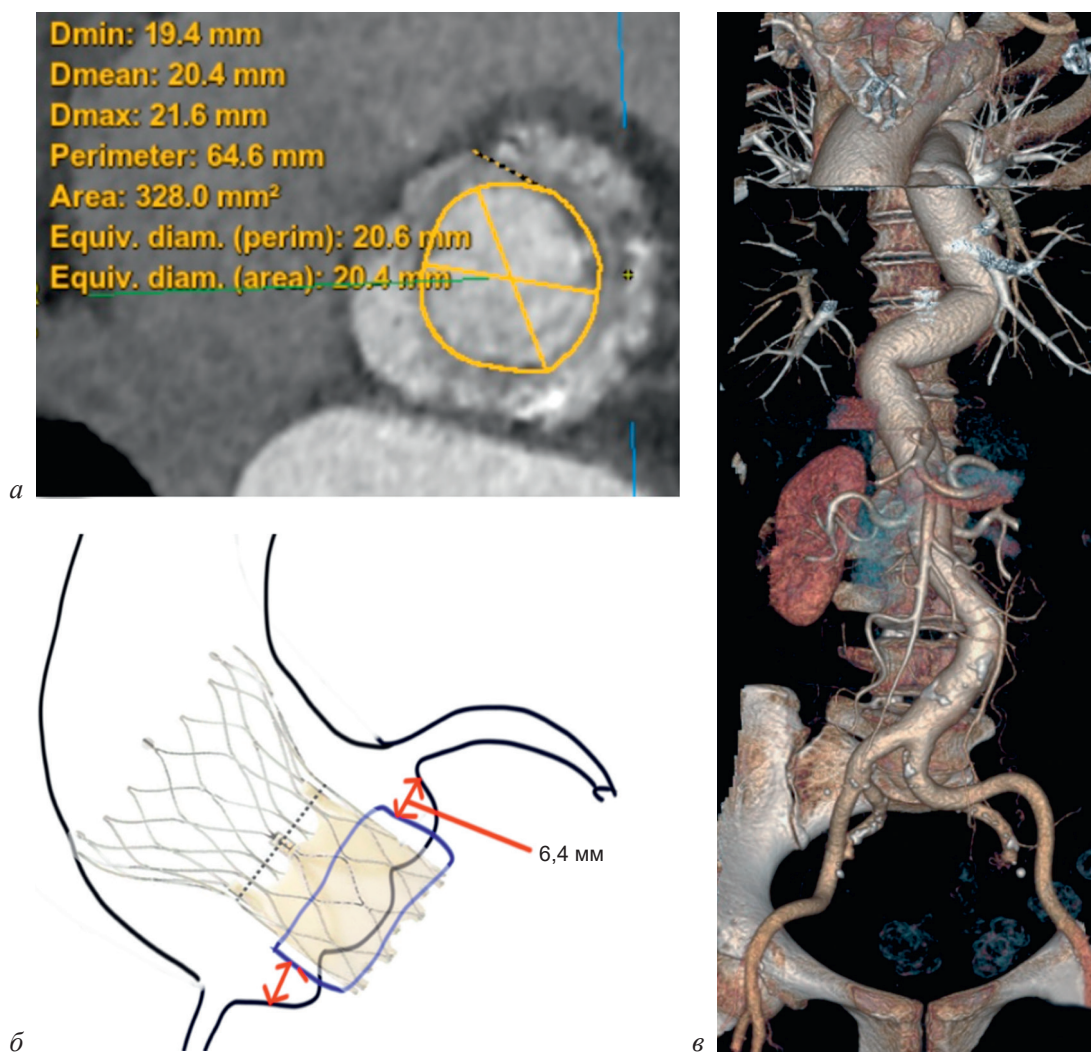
Данные МСКТ пациентки до операции:
